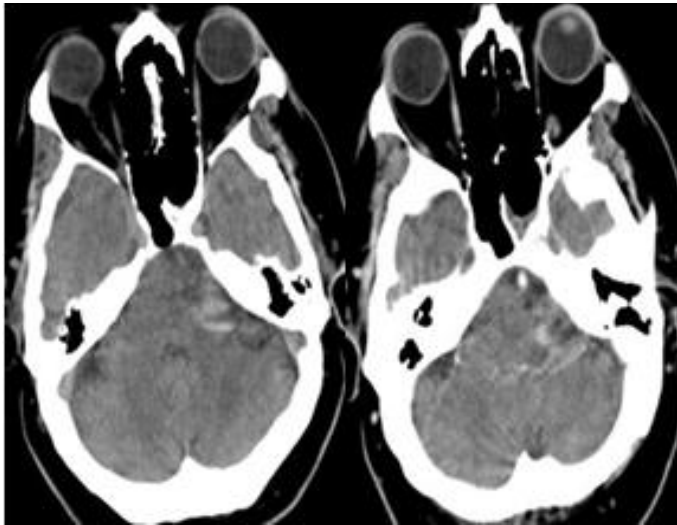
Tomografía computarizada, cortes axiales.
